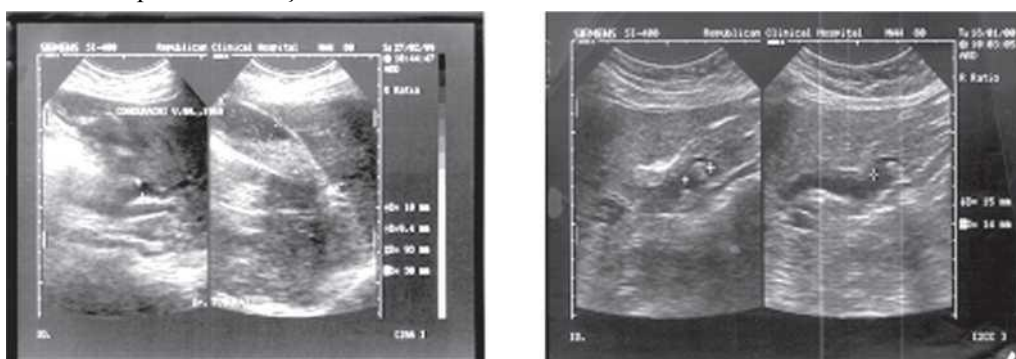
Ecografia hepatobiliară.
